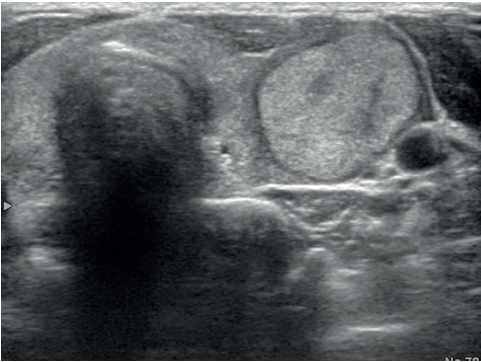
Tranvers kesitte ultrasonografide normal tiroid bezi görüntüsü ve tiroid bezine komşu yapılar
